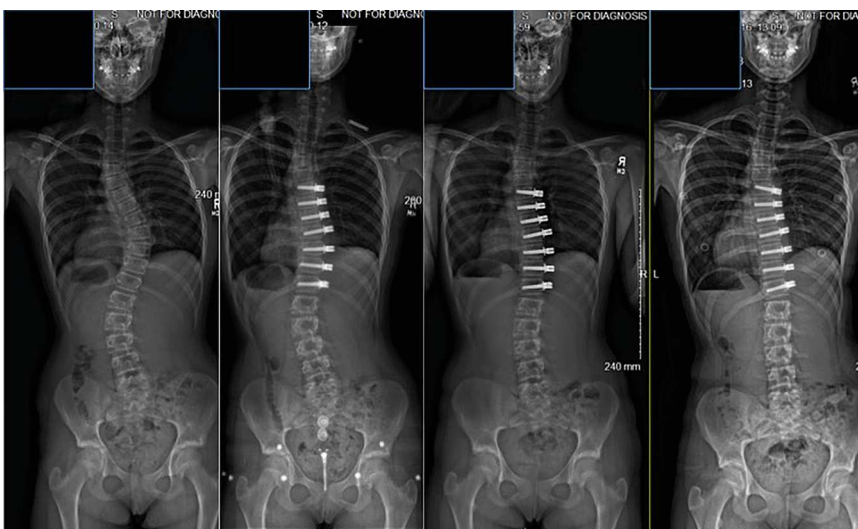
Röntgenbilder von präoperativ bis 1,5 Jahre postoperativ bei einem initial 11-jährigem Mädchen. Mit freundlicher Genehmigung von Amer Samdani, Shriners Hospital for Children, Philadelphia, USA
